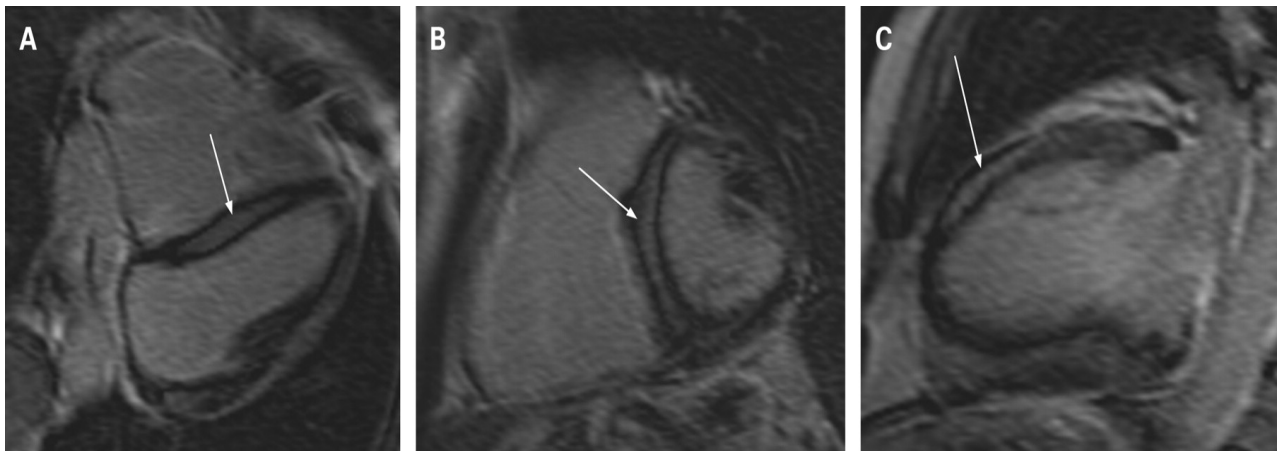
Réhaussement tardif en IRM en coupe 4 cavités (A), petit axe (B), grand axe (C)
